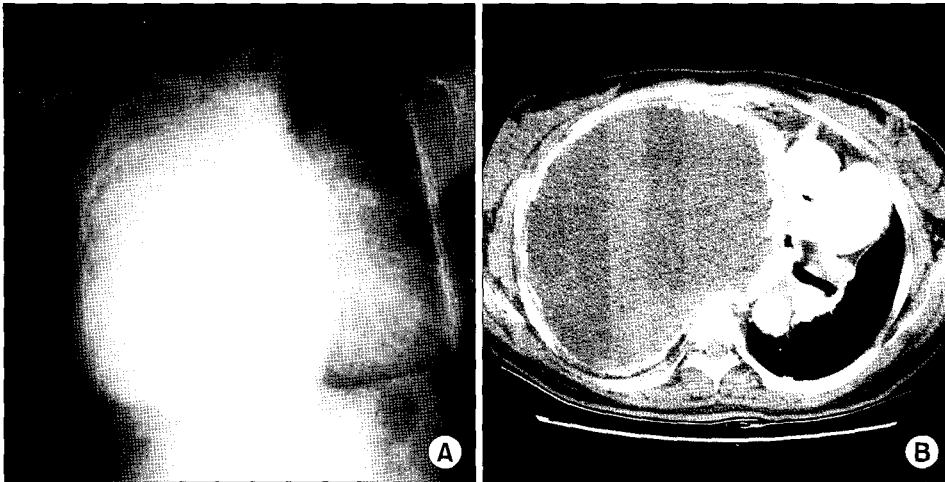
Initial chest film and computed tomography. The right hemithorax is totally opacified and large calcified mass is seen. The trachea is severely shifted to the left. Huge low attenuated masses are seen in the computed tomography.
